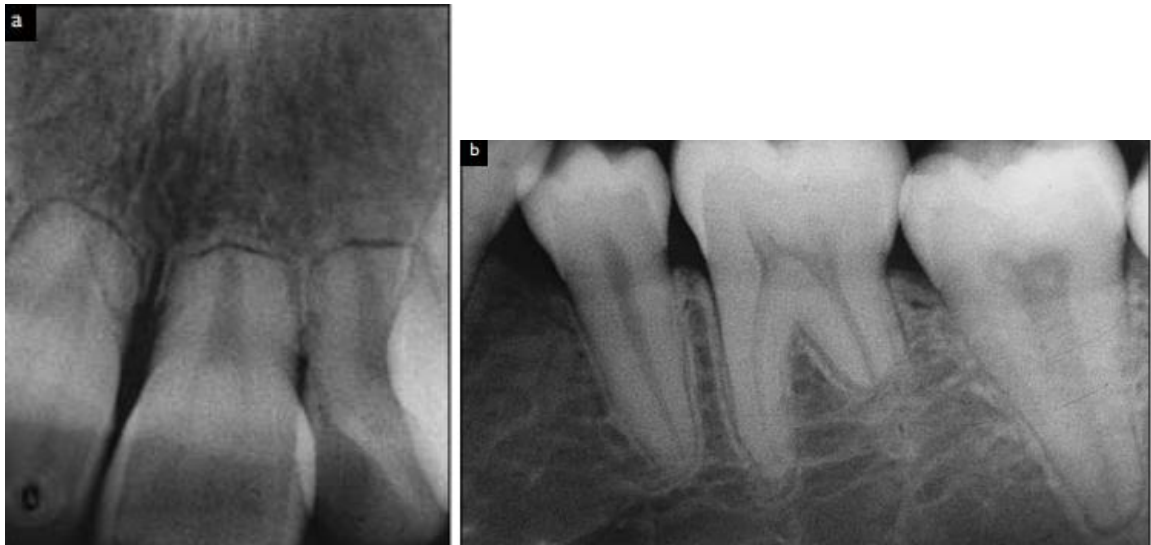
Radiographies prises avec la technique de mise en parallèle. Film (A), montre une résorption marquée des incisives supérieures. Film (B), montre la résorption de la racine distale de la première molaire permanente inférieure(203)
